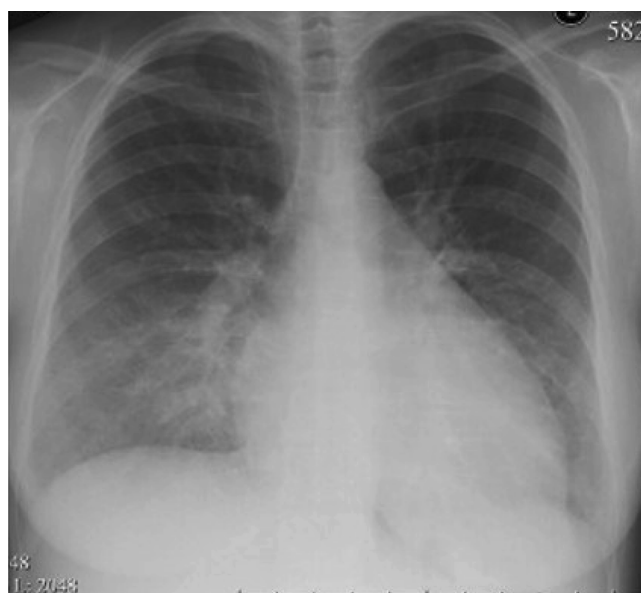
Результаты рентгенограммы органов грудной клетки через 7 сут. пребывания пациентки в клинике
